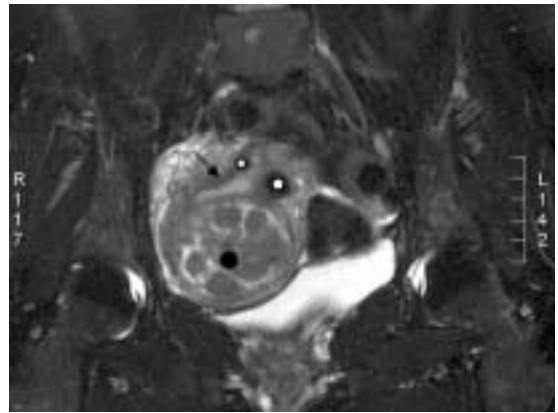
Resonancia magnética de pelvis: útero aumentado de tamaño, con múltiples miomas intramurales (asteriscos blancos), el mayor de 6 cm de diámetro (asterisco grande negro). Endometrio y zona de transición endometrio-miometrial normales (flecha).
